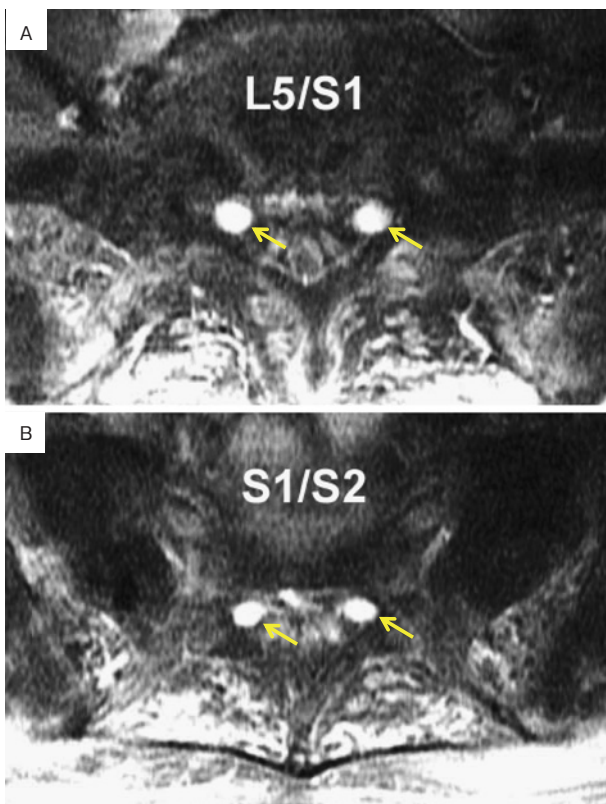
Magnetic resonance images of lumbosacral spine. Axial T₁-weighted images with Gadolinium-DTPA demonstrate nerve roots enhancement (arrows) at levels L4/5 (A) and S1/2 (B).
